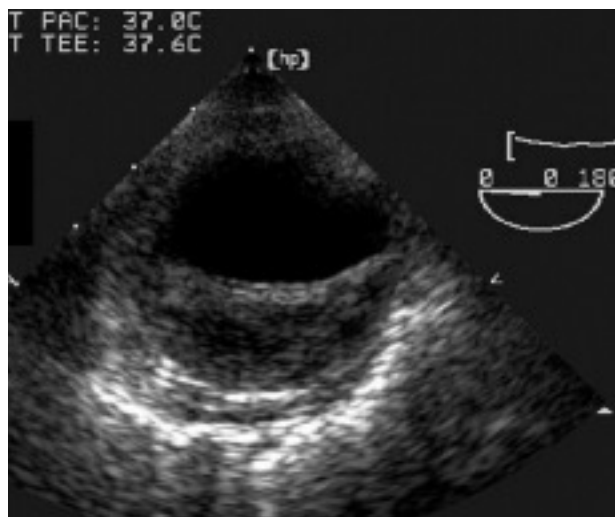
Imagen de ecografía transefágica donde se puede apreciar la existencia de una disección aórtica con dos luces separadas por el colgajo intimal.
